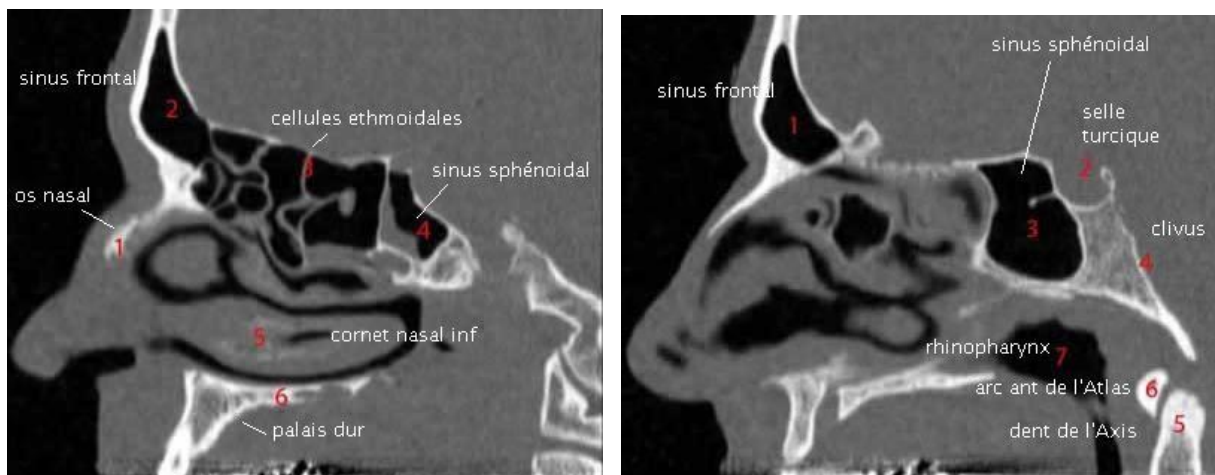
Reconstructions sagittales des TDM du massif facial [49].
